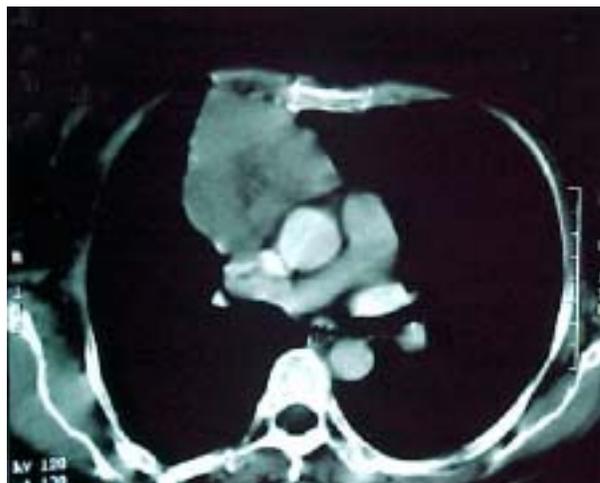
Tomografía de tórax en paciente con carcinoma tímico
